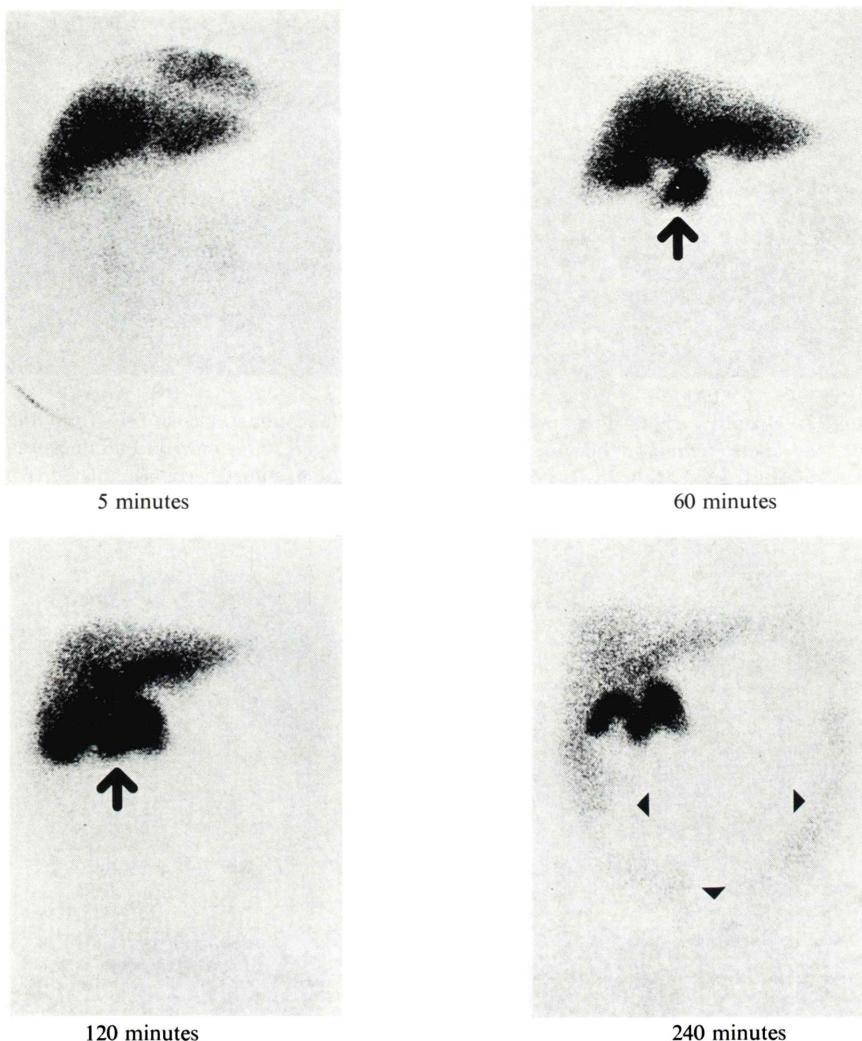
Preoperative ^{99m}Tc -parabutyl IDA scintigraphy. There was remarkable stasis of the radionuclide in the biliary system up to 120 minutes. Abnormal radioactivity (→) extending from the dilated common bile duct first appeared on the 60 minutes image, and it diluted into the ascites on the later images (►).
